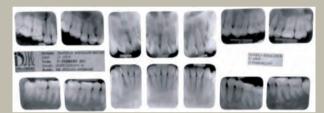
Serie de periapicales.
